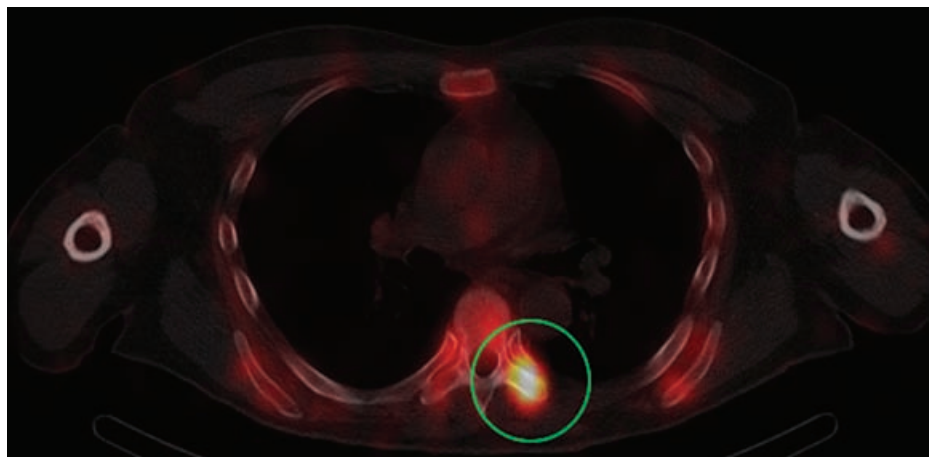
ОФЭКТ/КТ. Совмещенные изображения
